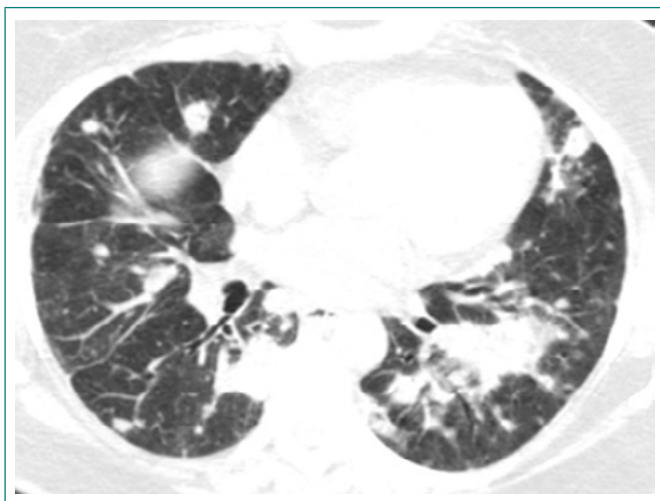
TC actual de tórax
